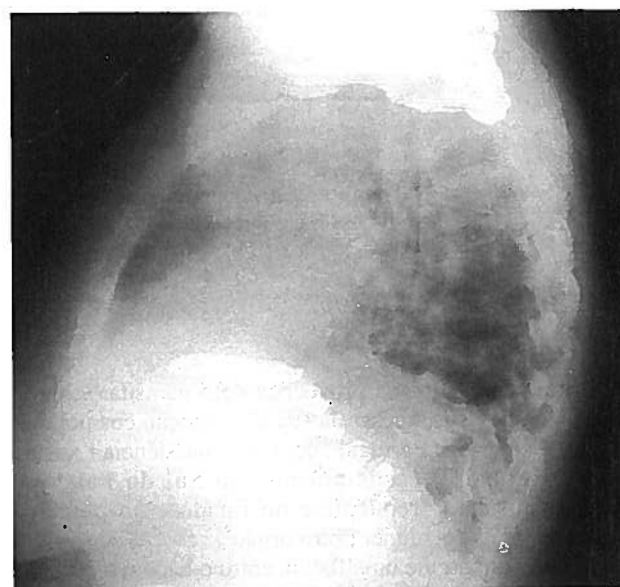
b) – Radiografia do Tórax na incidência de Perfil Esquerdo (inicial).
